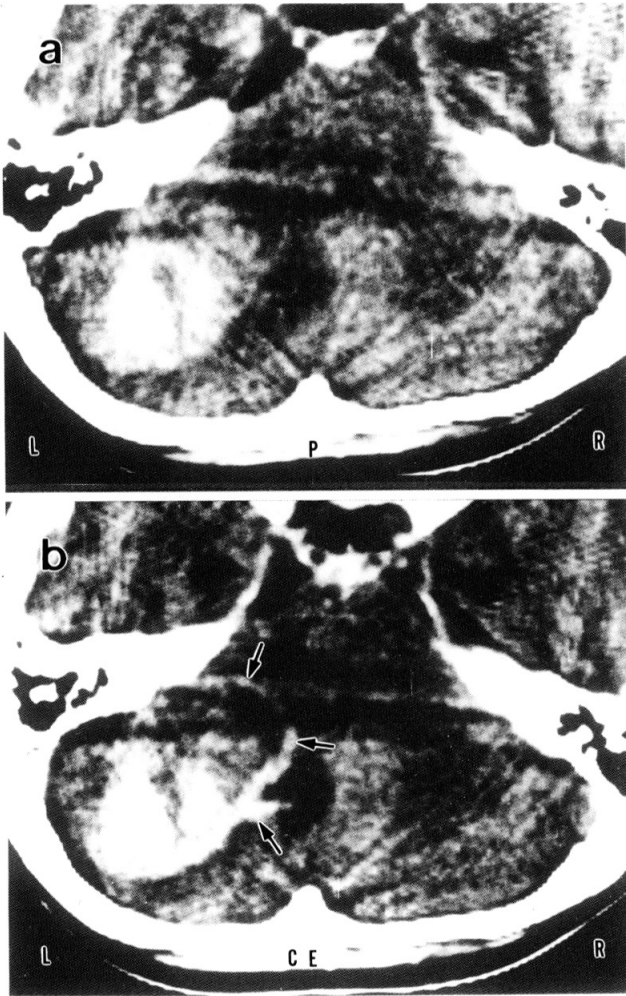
Plain CT (a) shows large hematoma with marked perifocal edema. The enhanced CT (b) demonstrates curvilinear structure (arrows) medial to the hematoma.
